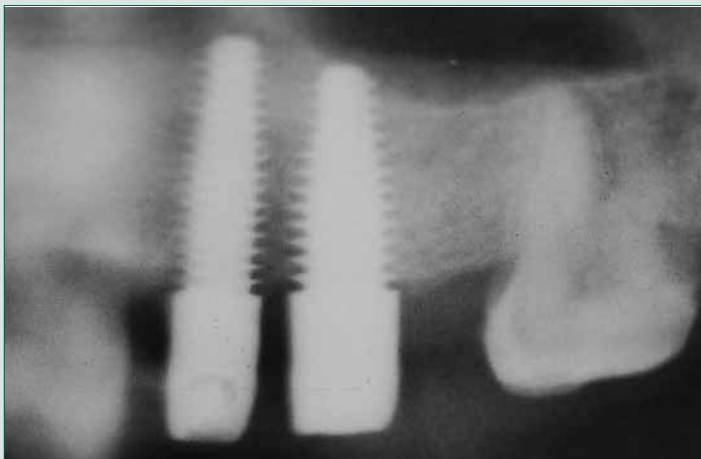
Radiografia endorale: controllo a 12 mesi; si noti l'osteointegrazione ottimale delle fixture, a conferma della soddisfacente integrazione della riabilitazione implantoprotesica.
